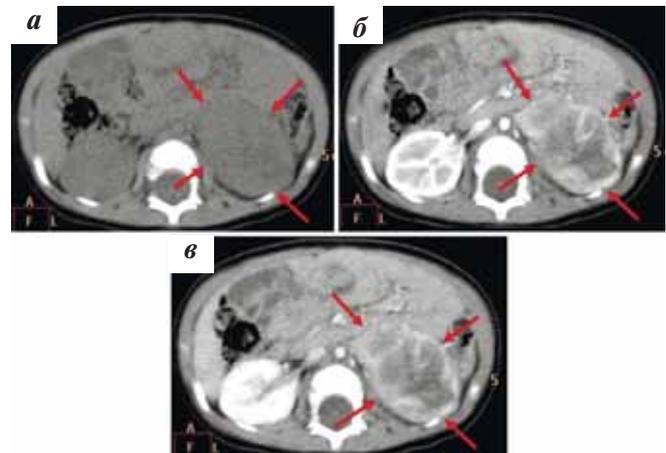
КТ ОБП с контрастным усилением: а — нативная фаза; б — артериальная фаза; в — выделительная фаза. В забрюшинном пространстве слева в ложе удаленной опухоли левой почки выявляется объемное крупнобугристое образование, неоднородное по структуре за счет перепонок и зон жидкостной и паренхиматозной плотности. Образование неоднородно накапливает контрастный препарат по перепоночкам и в периферических отделах
